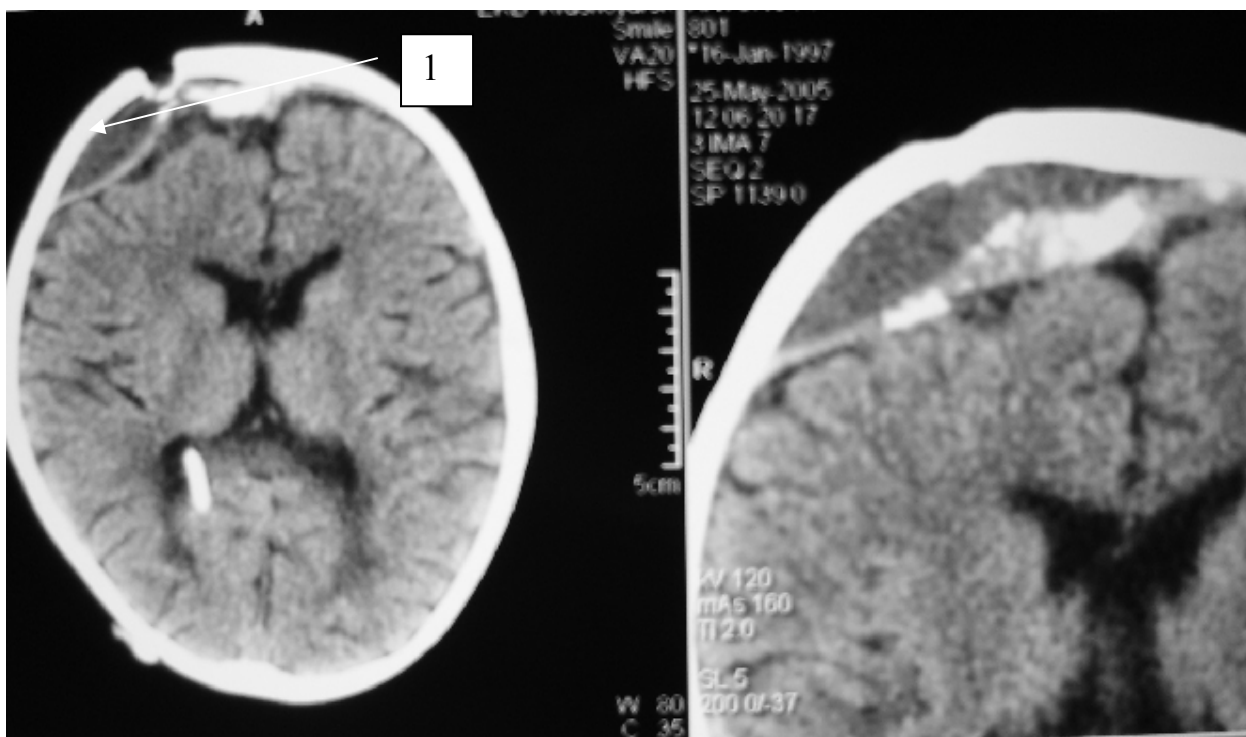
Компьютерная томограмма больного А. после удаления хронической субдуральной гематомы.
